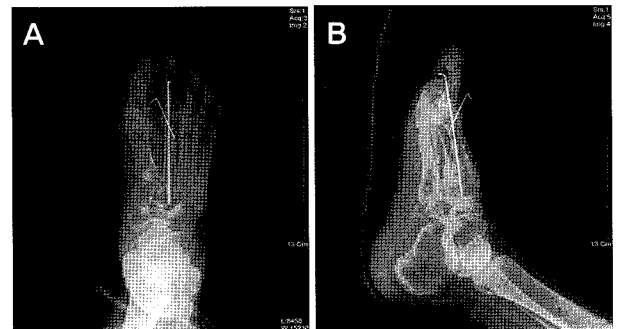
Postoperative anteroposterior (A) and lateral (B) radiograph of the foot shows axial medullary K-wire fixation and additional fixation.
